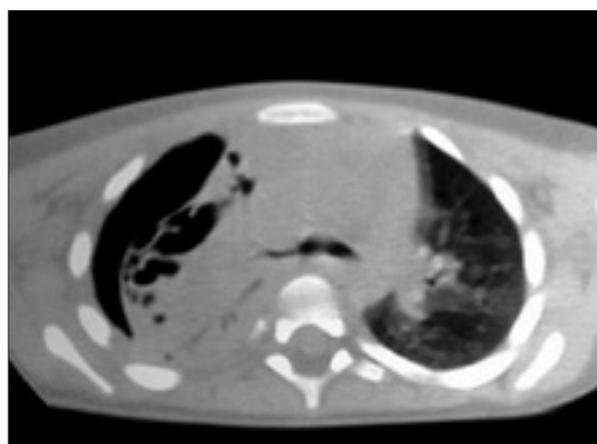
TC torácica tras colocación de tubo de drenaje: neumotórax derecho, engrosamiento pleural y áreas cavitarias periféricas con adherencias pleurales.
